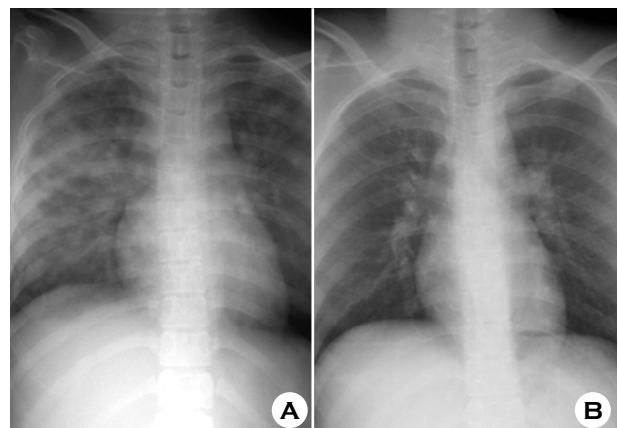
Chest X-rays show diffuse infiltration in right upper and middle lobe (A) and improved state (B).
